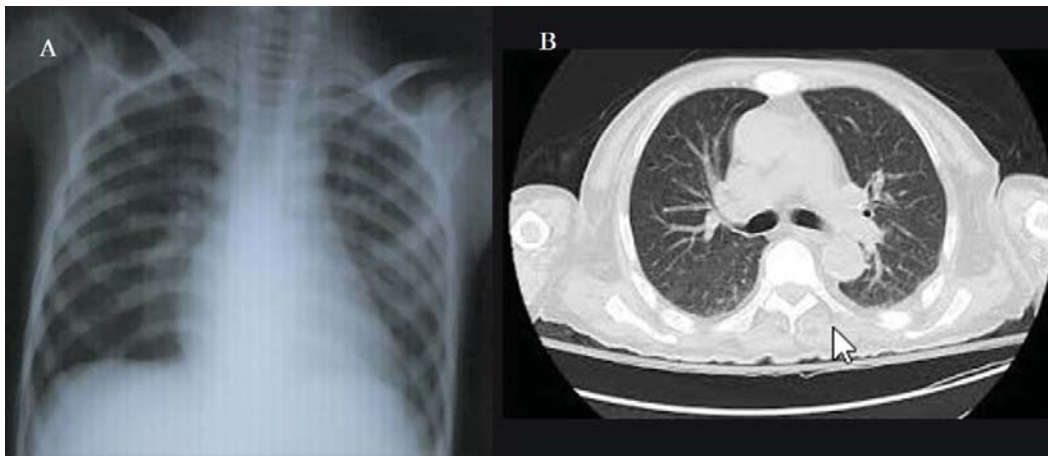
A and B. 4 days after starting dexamethasone, chest x-ray and CT showed disappearance of lung infiltrations
